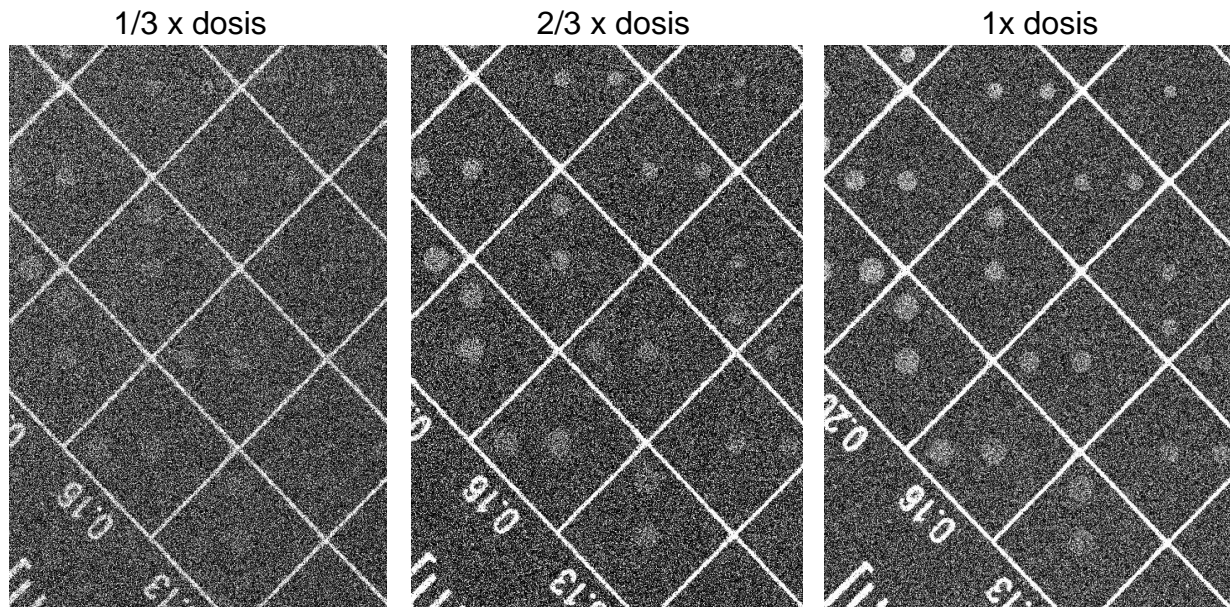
Quantumruis ontstaat doordat het aantal röntgenfotonen wat op een gebiedje komt varieert.
